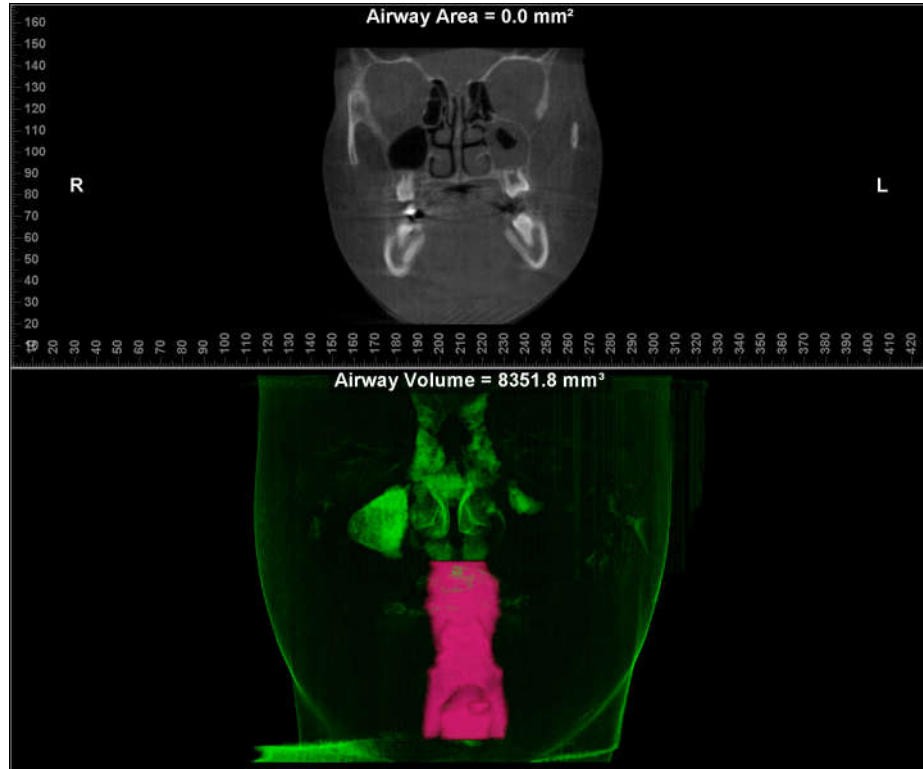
Tomografia Frontal destacando o Volume e Área da Região Orofaríngea
